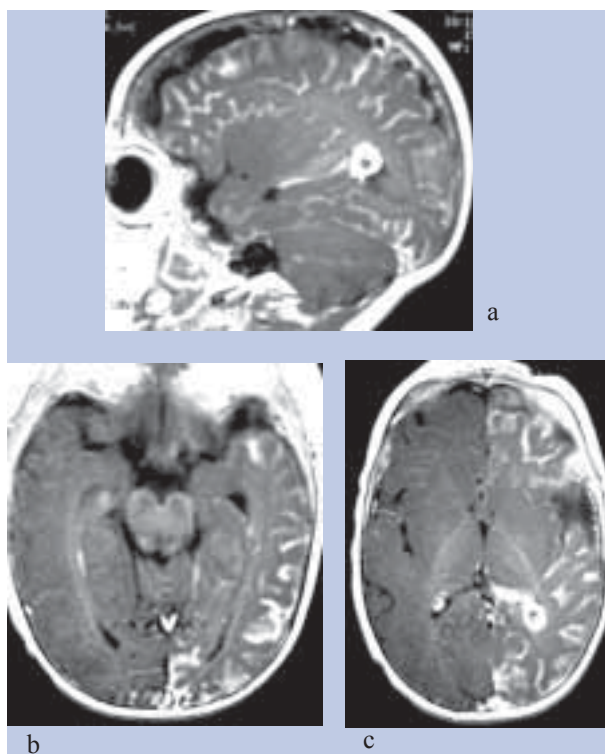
Displasia Microvenular leptomeníngea. Doente do sexo masculino com 6 meses de idade com *nevus flammeus* facial esquerdo, epilepsia desde os 4 meses de idade e glaucoma do olho esquerdo. RM sequências T1 após a administração de gadolínio IV nos planos Sagital (a) e Axial (b, c). Intenso reforço de sinal leptomeníngeo envolvendo a convexidade cerebral esquerda do mesencéfalo com associada hipertrofia do plexo coroideu esquerdo no átrio ventricular. (cortesia de António Levy)
